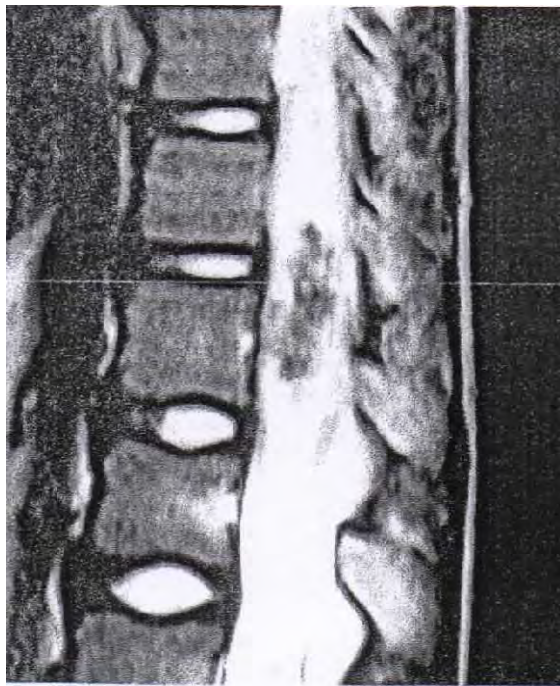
IRM dorso-lombaire en pondération T2 : lésion intra médullaire en hypersignal périphérique
